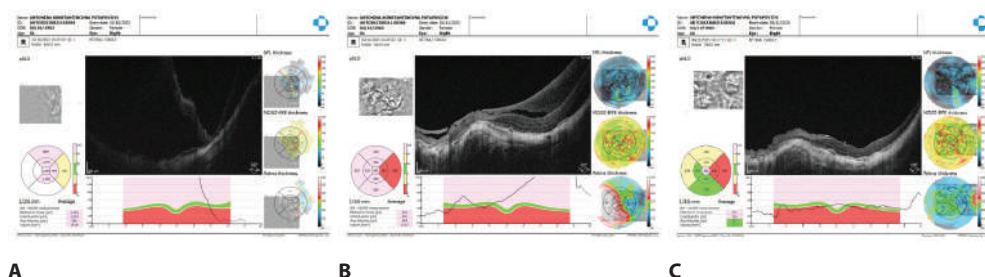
Оптическая когерентная томограмма глазного дна пациента П. с отслойкой сетчатки, вызванной макулярным отверстием, в глазу с миопией высокой степени: А – до операции МО не визуализируется, диагностировано интраоперационно; В – через 3 дня после операции в области МО видна пломбирующая плазма, обогащенная тромбоцитами; С – через 1 месяц после операции МО закрыто, АПОРТ рассосалась
